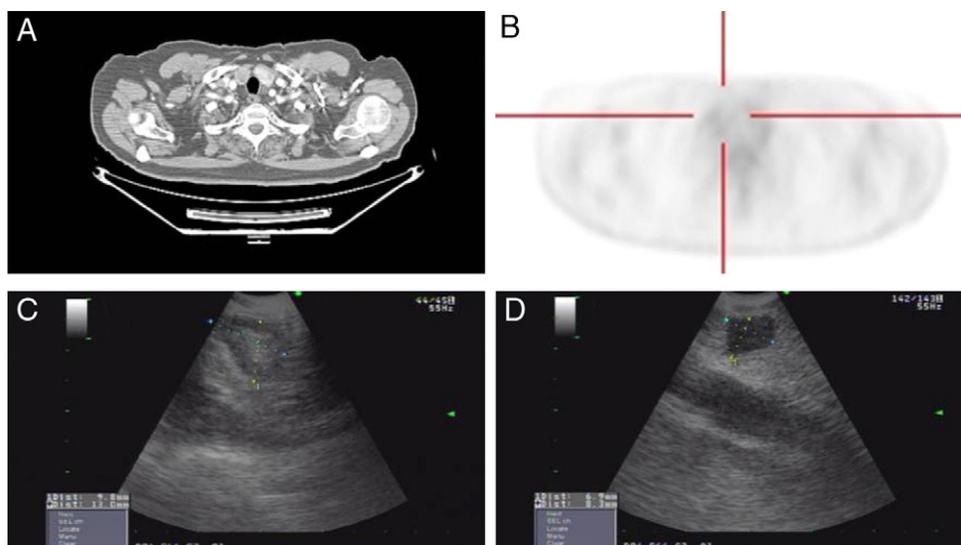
A) El corte axial de TC torácica en ventana de mediastino muestra un nódulo paratraqueal derecho alto. B) El corte transversal de PET-TC evidencia una lesión paratraqueal superior derecha discretamente hipermetabólica. C) Imagen ultrasonográfica de la adenopatía paratraqueal derecha baja de 13 × 10 mm con centro graso. D) Imagen nodular hipocogénica subglótica de 8 × 7 mm que corresponde a quiste tiroideo.
